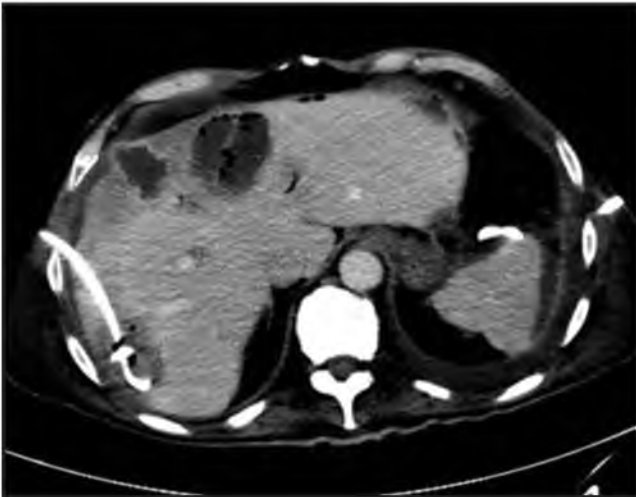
КТ с внутривенным болюсным контрастированием, паренхиматозная фаза. На аксиальной томограмме – сформированные абсцессы печени. Состояние после дренирования абсцесса в S7 – определяется дренажная трубка. Отмечается накопление контрастного препарата капсулой абсцесса на границе S4 и S8. В соседнем абсцессе – включения газа.
